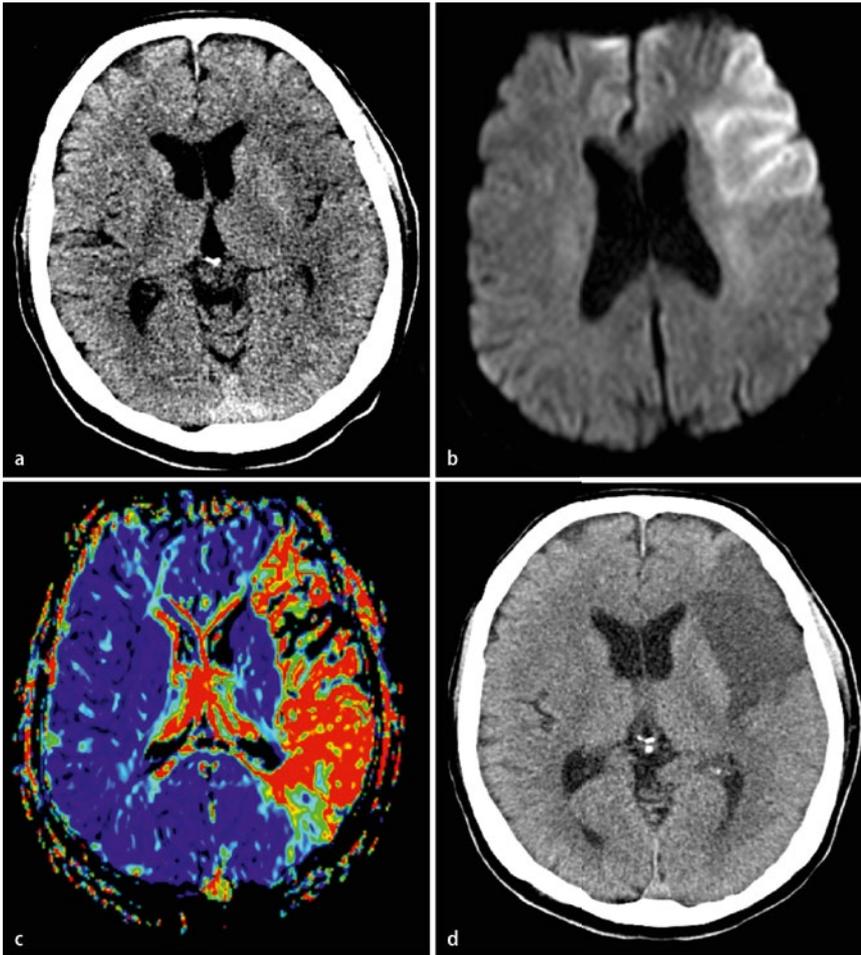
▲ CT und MRT bei zerebraler Ischämie. a Kraniale CT (CCT) in der akuten Phase unauffällig. b Die diffusionsgewichtete MRT zeigt dagegen einen Teilinfarkt im anterioren Mediastromgebiet rechts. c Die Perfusionsbildgebung zeigt eine vollständige Ischämie des Mediastromgebiets. d CCT nach 12 h, nun demarkiert sich der Infarkt auch im CT. Ein vollständiger Mediainfarkt konnte durch Lysetherapie verhindert werden
